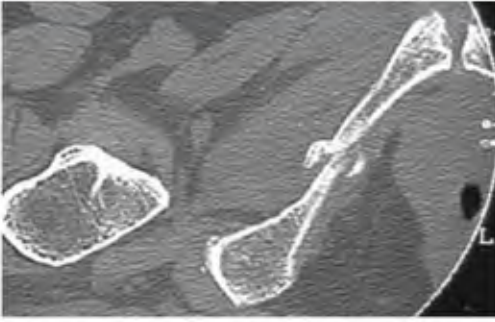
Nel follow-up a tre mesi l'esame TC mostra un ritardo di consolidazione della frattura. Dopo due mesi il nuovo esame TC documentava una nuova frattura a carico della branca ileo-pubica controlaterale
